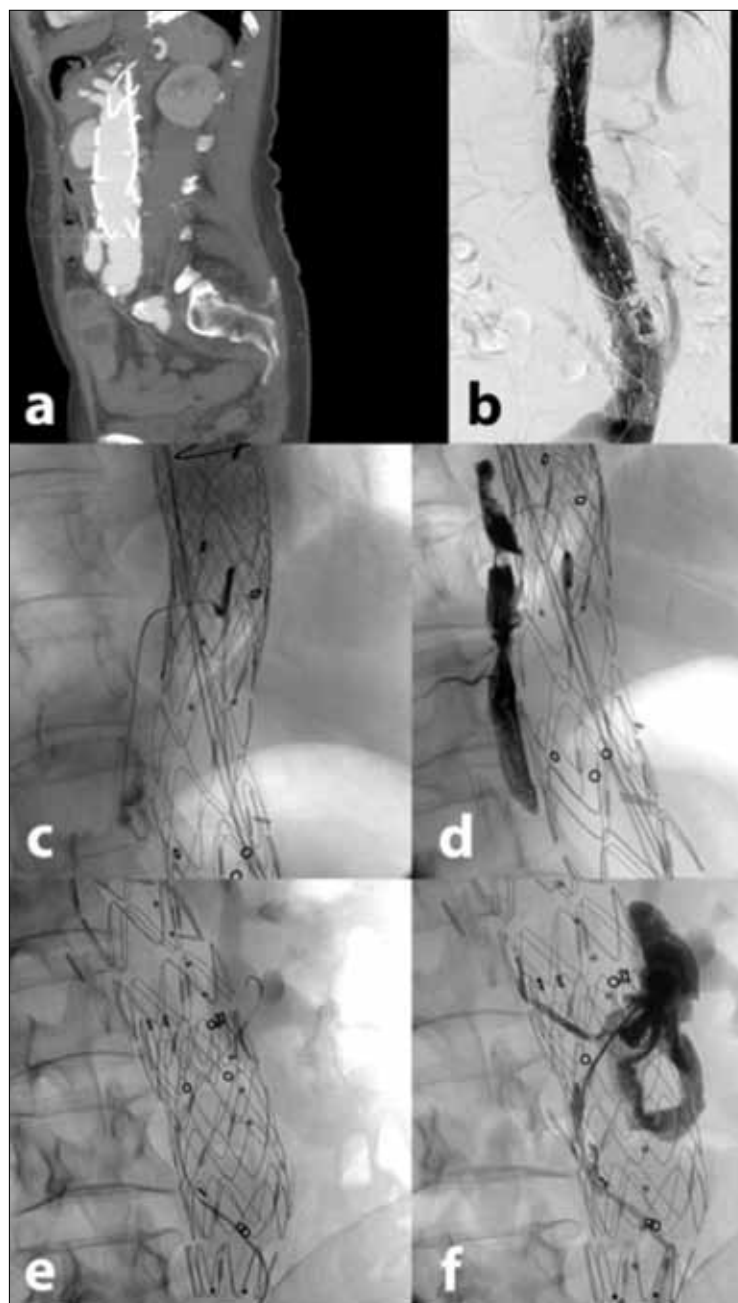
Лечение крупных эндоликов комбинированного типа 1а и 1б путем транскатетерной эмболизации: а – на КТ перед вмешательством, видны крупные эндолики 1а и б типов после стентирования аневризмы брюшной аорты; б – заключительная ангиограмма после полной окклюзии обеих эндоликов, никаких следов реперфузии; с – f – процедура эмболизации. В просвет эндолика 1а типа между верхним краем стент-трансплантата и стенкой аорты в полость эндолика введен микрокатетер. Окклюзия проводится путем инъекций 3 мл Онух-34 (с – d). В просвет эндолика типа 1б катетер Cobra, а через него и микрокатетер был введен между нижним краем стент-трансплантата и стенкой аорты. Проведена окклюзия путем введения 5 мл Оникс-34 (е-f).
